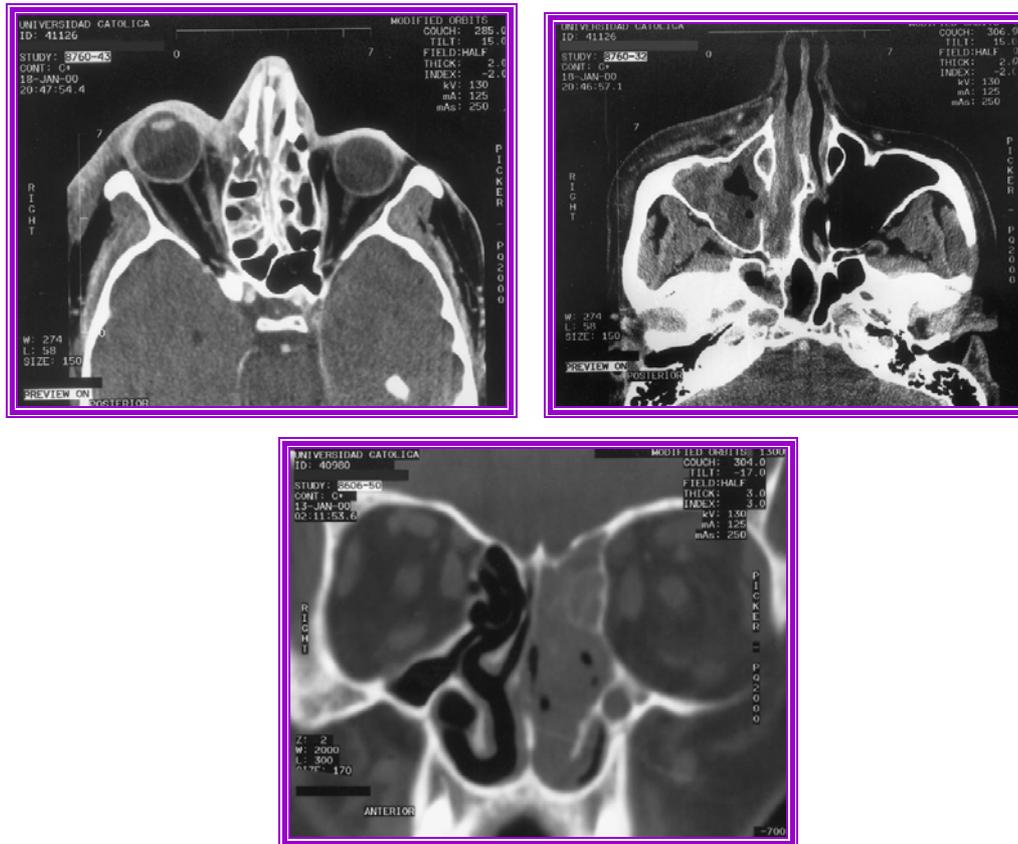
Localización de la extensión por medio de la tomografía ³¹
